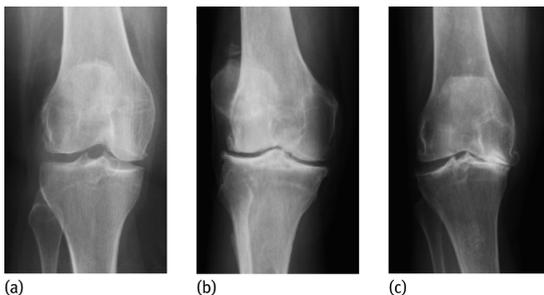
Röntgenklassifikation (Kellgren Lawrence); (a) Stadium 2, (b) Stadium 3, (c) Stadium 4.
